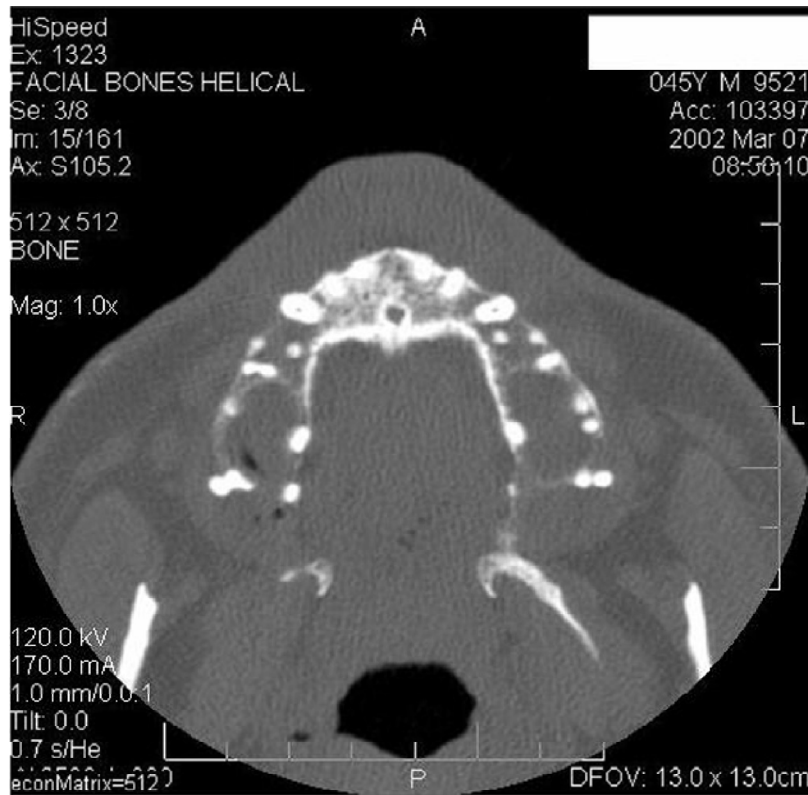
Vista axial de Tomografía Axial Computarizada, mostrando pérdida de hueso en la maxila.⁴⁰
